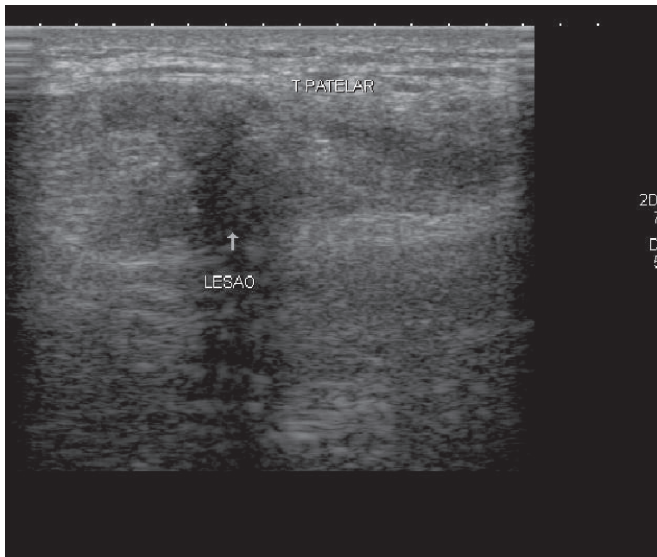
Ultra-sonografia do tendão patelar com tendão espessado e lesão parcial do tendão patelar
